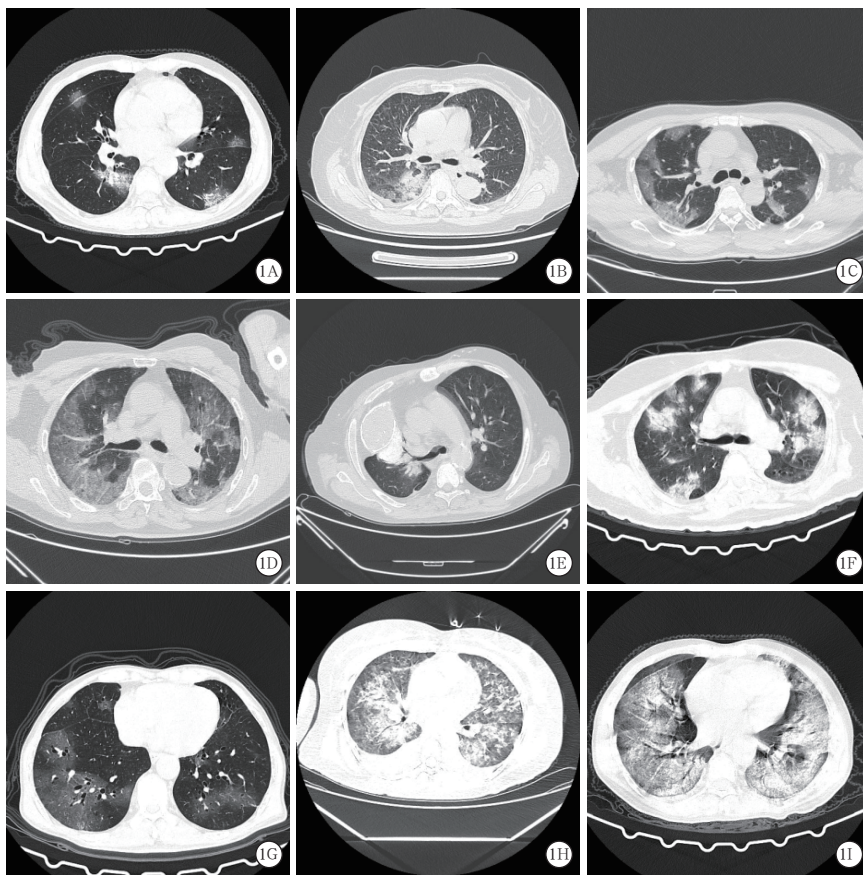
9 例新型冠状病毒肺炎死亡患者胸部 CT 影像学特征 1A 为 1 例 36 岁男性患者 1 月 25 日胸部 CT,可见双肺多发片絮状、斑片状、条索状高密度影及磨玻璃密度影,边缘模糊,以胸膜缘处显著。1B 为 1 例 67 岁女性患者 1 月 16 日胸部 CT,可见右肺下叶大片状高密度灶,边界欠清,内见支气管气相;右肺上叶见不规则片状高密度灶,边界欠清;双肺见多发斑片状、结节状及条片状高密度灶,边界欠清。1C 为 1 例 52 岁男性患者 1 月 25 日胸部 CT,可见双肺多发片絮状及磨玻璃样密度灶,边界欠清。1D 为 1 例 83 岁男性患者 2 月 1 日胸部 CT,可见双肺内多发斑片状及大片状磨玻璃样稍高密度影,边界不清,以双下肺胸膜下为主,双肺门结构不大。1E 为 1 例 42 岁男性患者 1 月 24 日胸部 CT,可见右侧胸廓塌陷,右侧广泛胸膜增厚、钙化,呈不规则形隆起;右肺体积缩小,右肺门区见软组织密度灶、伴钙化,边界欠清,邻近支气管管腔变窄,右肺门增大;双肺散在多发斑片状磨玻璃影,边缘模糊,左侧胸膜增厚。1F 为 1 例 64 岁女性患者 1 月 15 日胸部 CT,可见双侧胸膜增厚;双肺多发片状高密度影及磨玻璃密度影,边缘模糊。1G 为 1 例 70 岁男性患者 1 月 18 日胸部 CT,可见双肺内多发斑片状高密度影及大片状磨玻璃密度影,边界欠清,双肺多发支气管扩张,右下肺见类圆形低密度区。1H 为 1 例 31 岁女性患者 1 月 23 日胸部 CT,可见双肺散在斑片状高密度影,部分病灶似呈结节状;密度不均,边界不清;双侧胸腔片状水样密度影,两肺门不大,主气道通畅,纵隔未见明显肿大淋巴结。1I 为 1 例 70 岁男性患者 1 月 29 日胸部 CT,可见双肺散在斑片状高密度灶,部分病灶似呈结节状;密度不均,边界不清;双侧胸腔片状水样密度影
